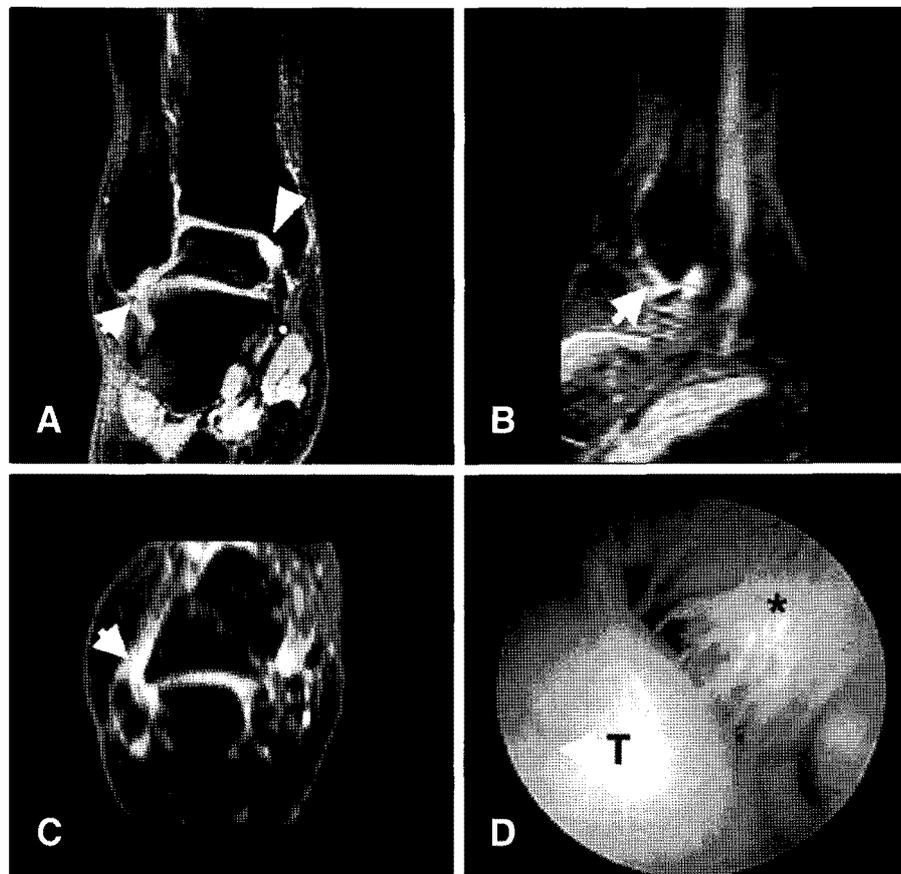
A 58-year-old woman with chronic ankle pain. On plain radiograph, there was no specific finding. (A) Coronal contrast-enhanced, fat-suppressed, 3D, FSPGR image and its reformatted (B) sagittal and (C) axial images in a separate workstation showed small nodular synovial enhancement (grade III) in anterolateral gutter (arrows) and anteromedial gutter (arrowhead). (D) Arthroscopic findings confirmed the synovitis in anterolateral gutter (*) and anteromedial gutter (not shown here). T = talus.
